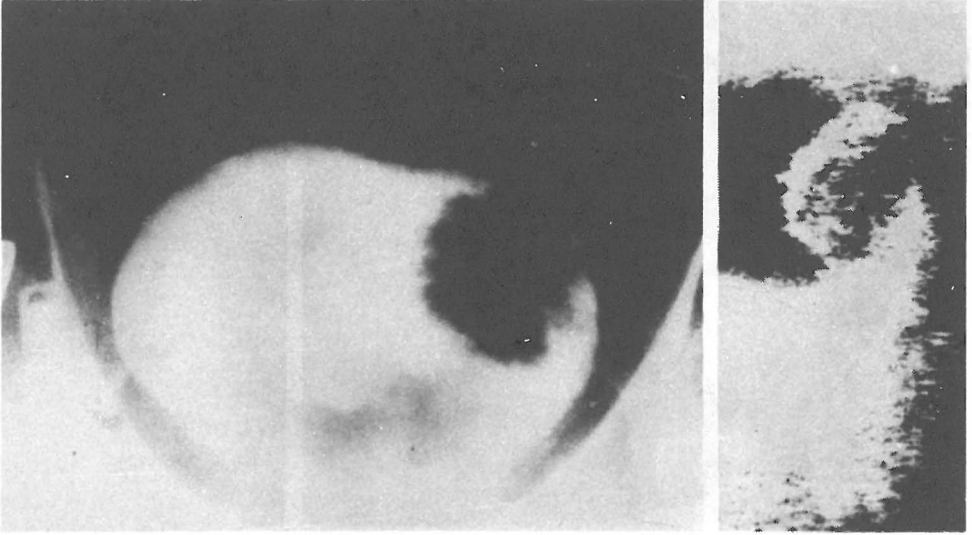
(a,b): Sistografide mesane sol yarısında düzgün kenarlı yuvarlak dolun defekt. Ultrasonografide mesane solarka duvarda düzgün kenarlı kitle . Transi tionel cell carcinoma
